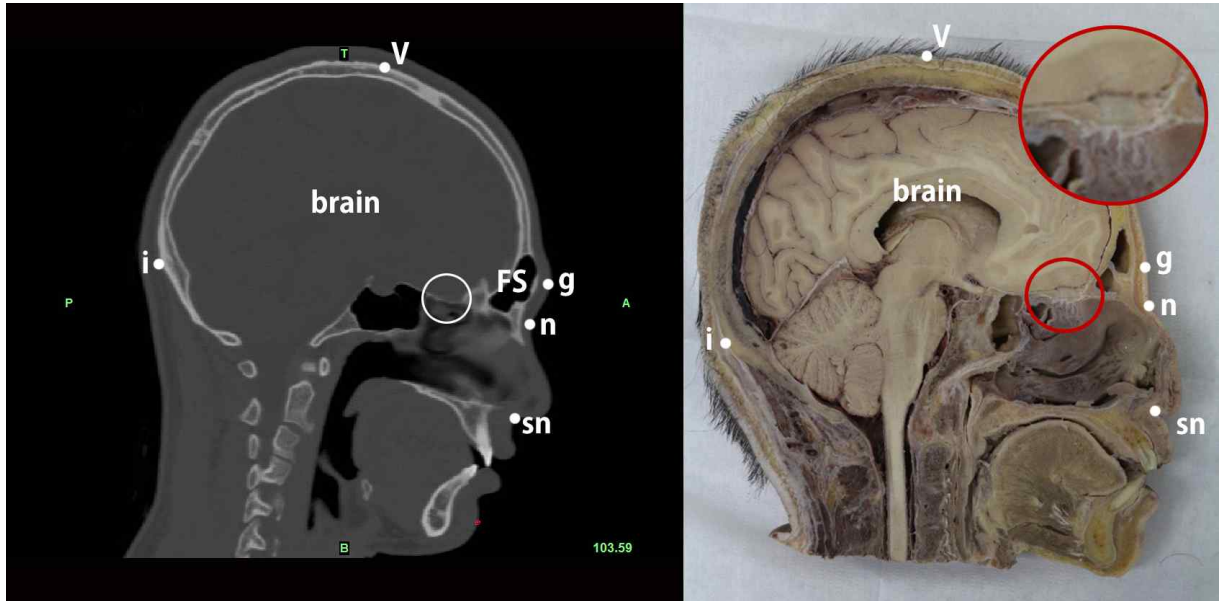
정중면에서 본 시신의 CT 이미지 영상과 실제 절단 사진
